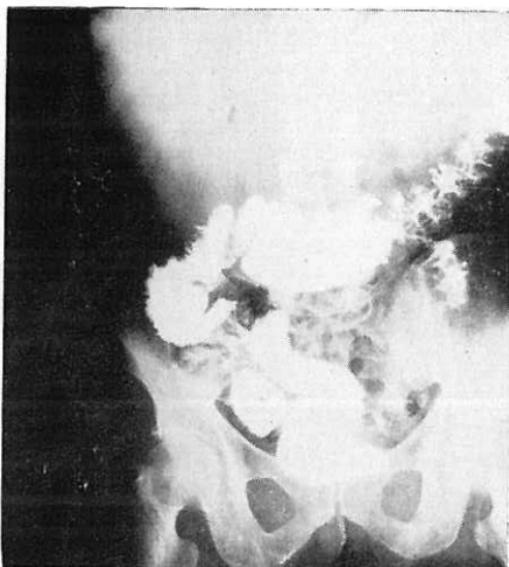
Radiografía del colon, que muestra desplazamiento del ángulo hepático por hepatomegalia en un caso de absceso hepático amibiano.
